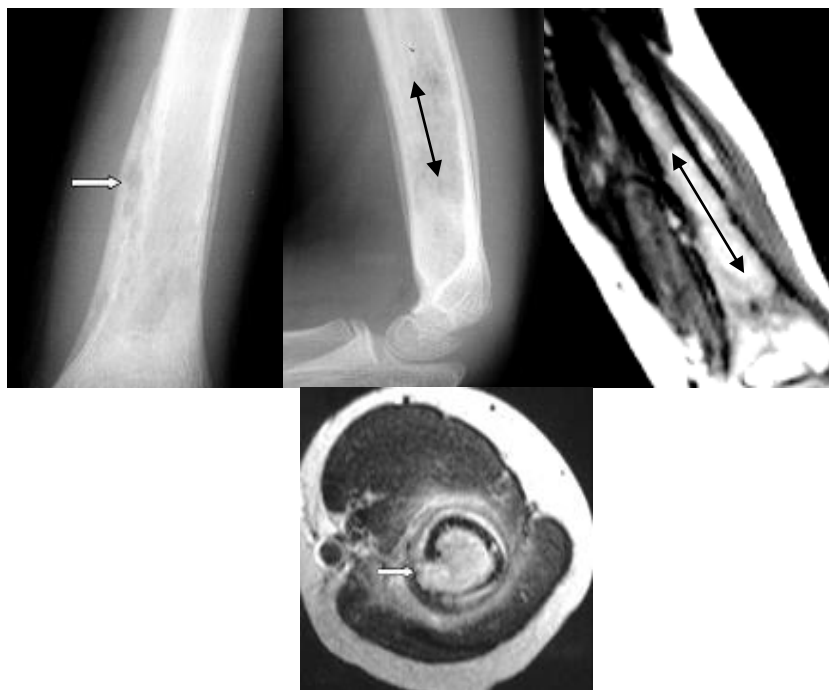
Рентгенограми в прямій і бічній проекціях і МРТ T1-, T233 у фронтальній і аксіальній площинах. Саркома Юінга – класична картина з великим інтракортикальним вогнищем деструкції (стрілка), що чітко візуалізований на аксіальній МРТ (стрілка) з поширенням пухлини в м'які тканини. Крім цього, на МРТ чітко визначається інфільтрація кісткового мозку (чорна стрілка), що відповідає деструктивним змінам на рентгенограмі.
